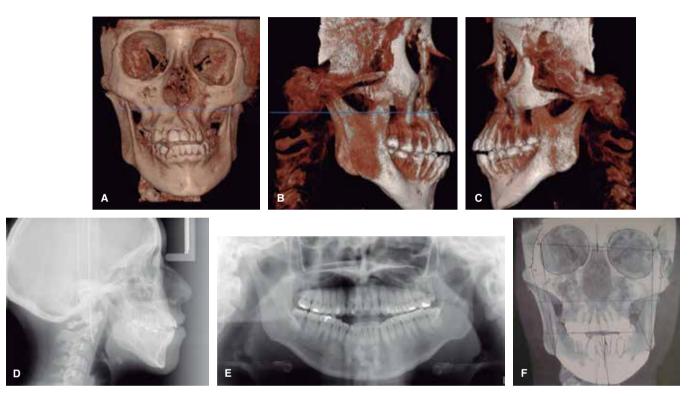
A. Tomografía computarizada vista frontal, B. Tomografía computarizada vista lateral derecha, C. Tomografía computarizada vista lateral izquierda, D. Radiografía lateral de cráneo, E. Radiografía panorámica y F. Tomografía computarizada vista posteroanterior.
